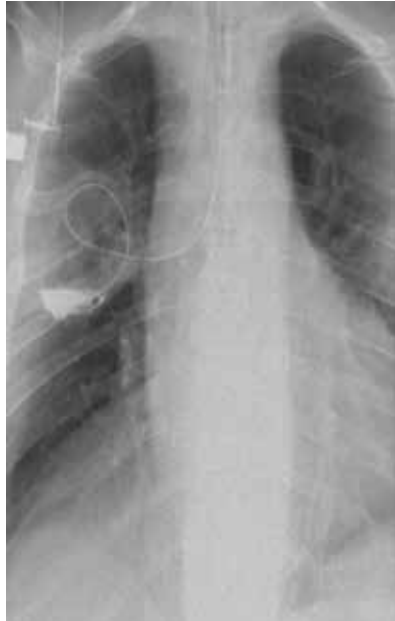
Рентгенограмма (боковая проекция). Формирующаяся «ложная киста» в результате продленной трансназальной катетеризации (в катетер введен водорастворимый контраст – омнипак).
